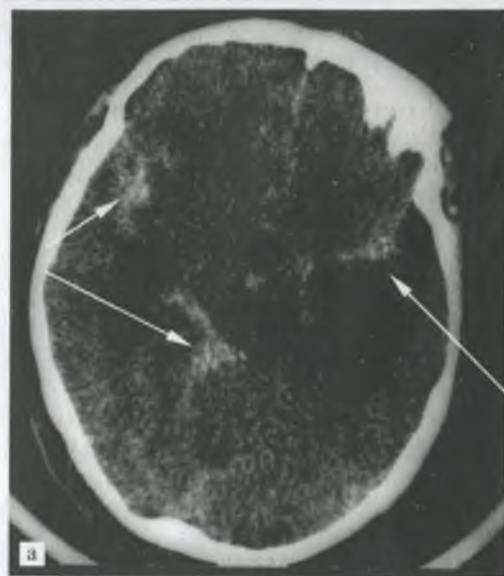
Мешотчатая аневризма правой средней мозговой артерии: а — компьютерная томограмма больного через 2 ч после развития спонтанного субарахноидального кровоизлияния, выявляется большое количество крови в базальных арахноидальных цистернах; б, в — ангиограммы правой внутренней сонной артерии выявили большую мешотчатую аневризму передней мозговой артерии (показана стрелкой).
